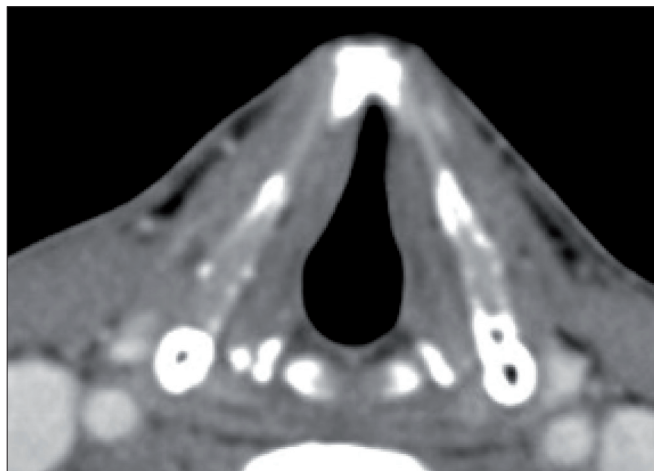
Coupe axiale TDM de référence passant par le plan des aryténoïdes (coupe intermédiaire).
